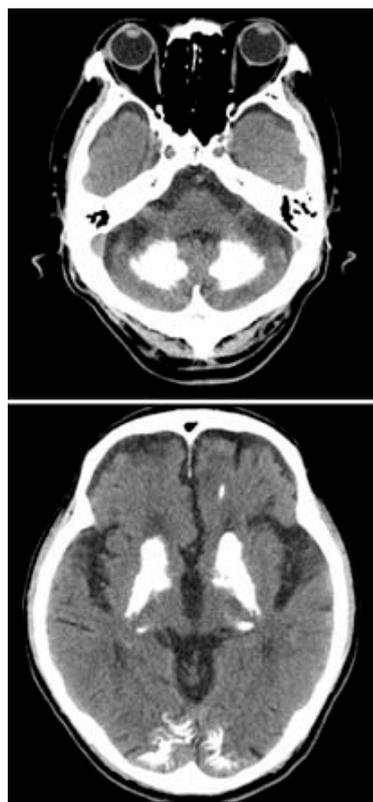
フェール病 (=FIBGC) 63歳男性の頭部 CT 像
